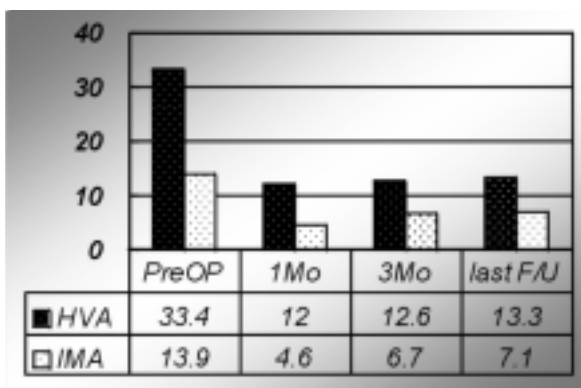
Radiographic results
